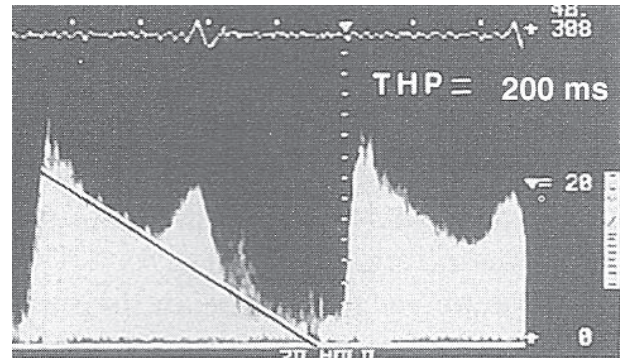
muestra Doppler continuo de un paciente con estenosis mitral severa .TPH=200ms, para un área valvular =1.0cm<sup>2</sup>.
